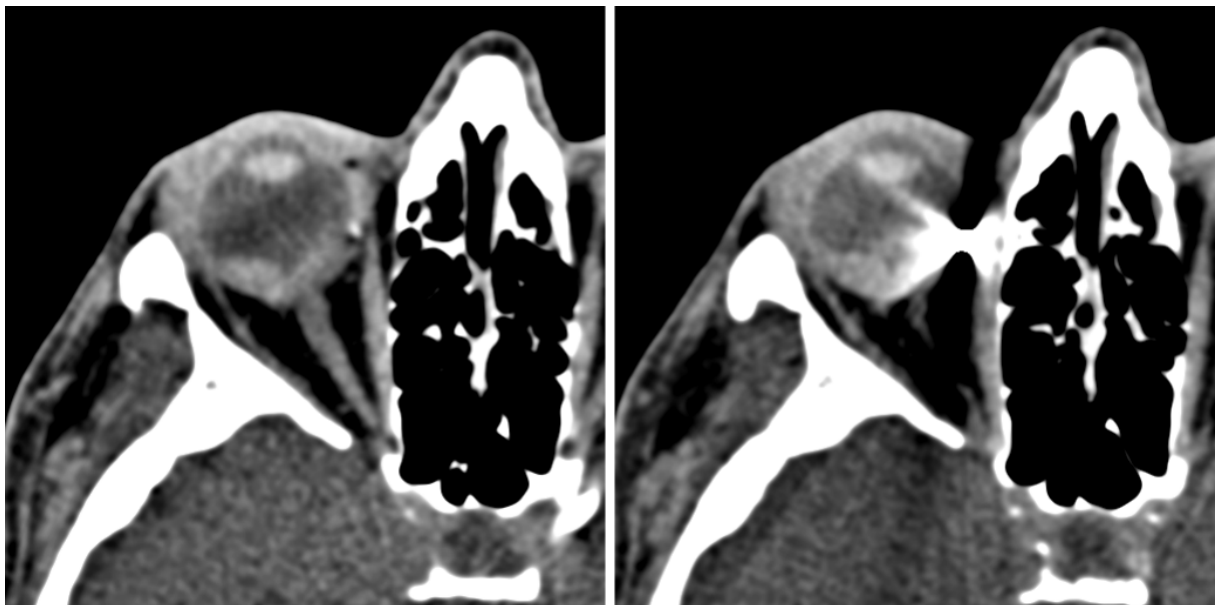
CT-Bild eines Aderhautmelanoms (links Melanom, rechts Artefakte durch Tantalum-Clips)
